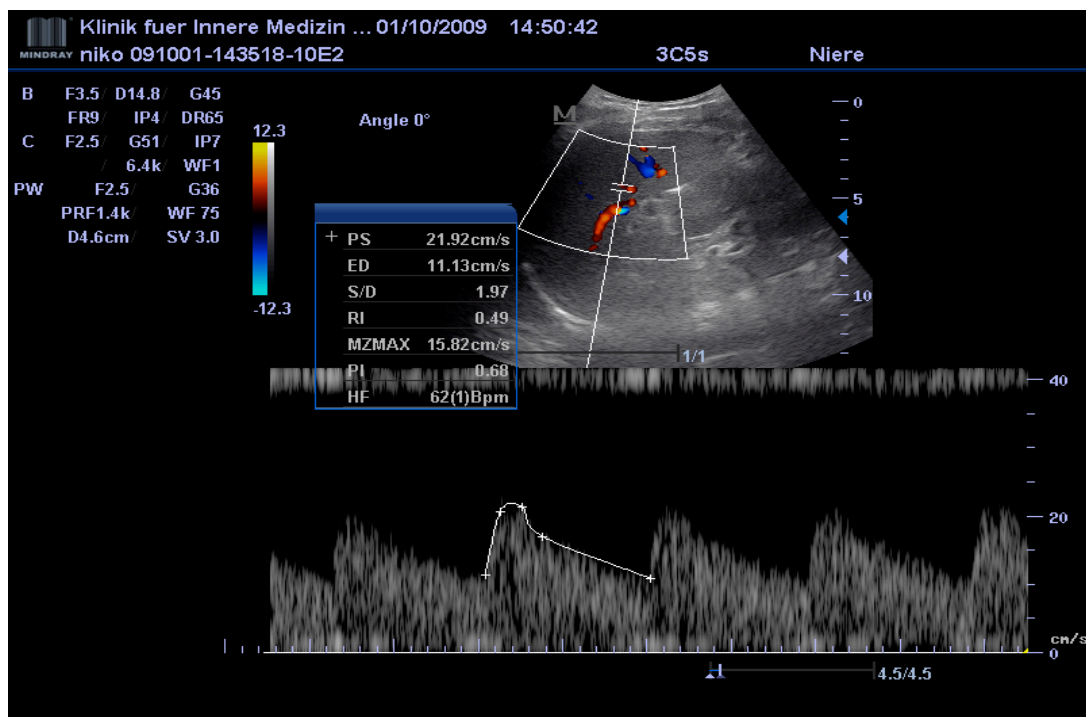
Duplexsonographische Messung der lienalen Widerstandsindices eines gesunden Probanden. Der RI beträgt 0,49 (gleicher Proband wie Abb. 2)
